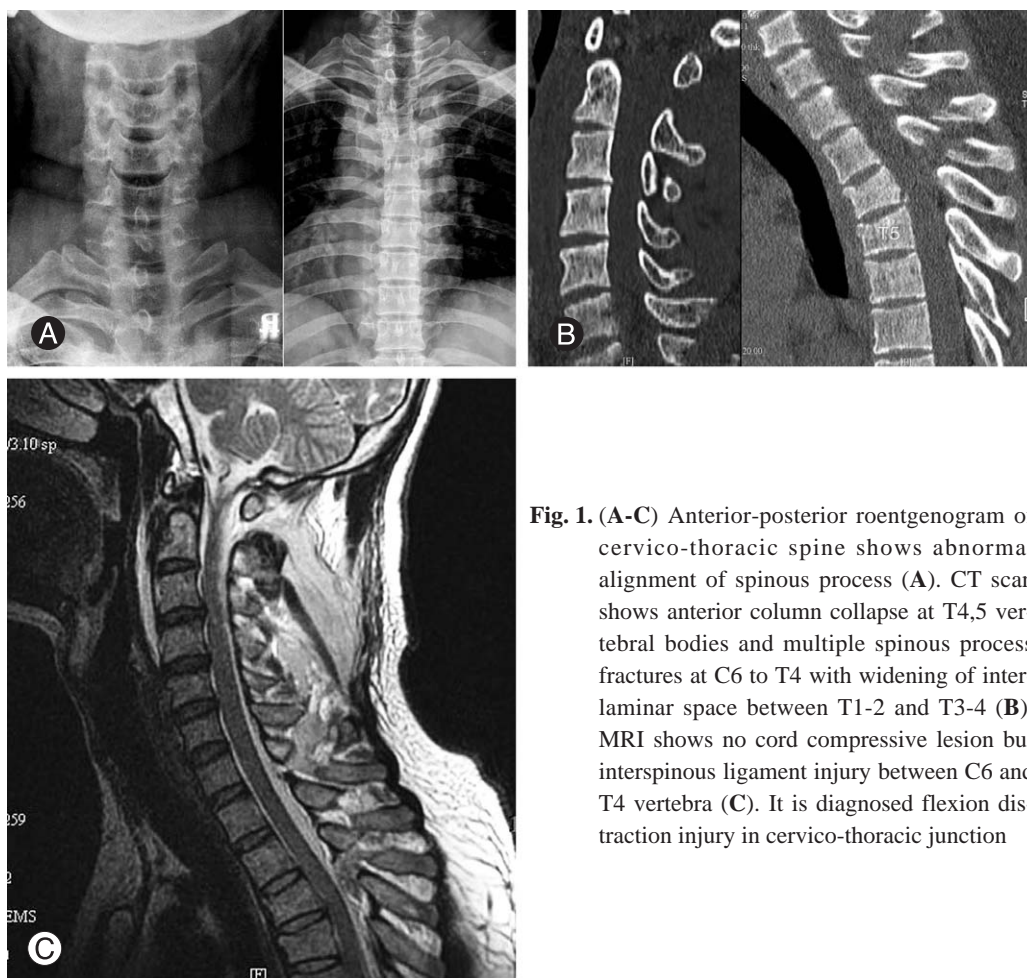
(A-C) Anterior-posterior roentgenogram of cervico-thoracic spine shows abnormal alignment of spinous process (A). CT scan shows anterior column collapse at T4,5 vertebral bodies and multiple spinous process fractures at C6 to T4 with widening of interlaminar space between T1-2 and T3-4 (B). MRI shows no cord compressive lesion but interspinous ligament injury between C6 and T4 vertebra (C). It is diagnosed flexion distraction injury in cervico-thoracic junction
